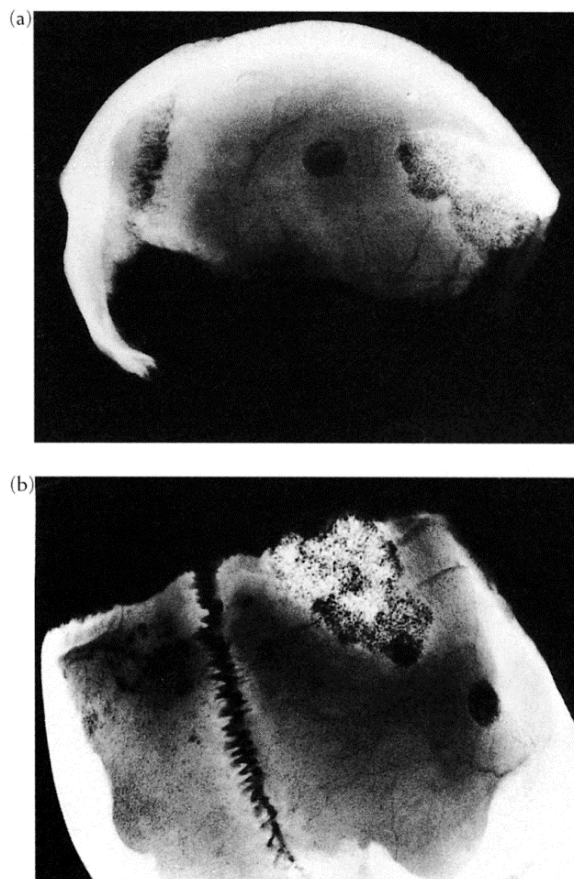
Lateral (a) and nearly axial (b) radiographs show the inhomogeneous shadow of the tumour with areas of lucidity on its edges. A well-delimited lytic metastasis is located in the centre of the right parietal.
